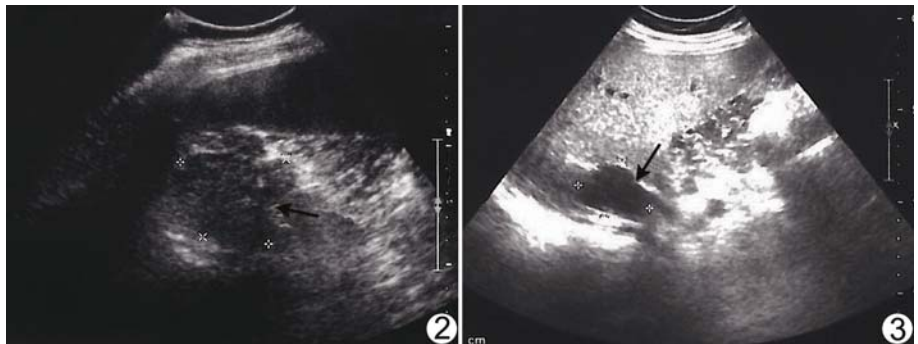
患者女,52 岁,右侧肾上腺因 AIMAH 切除后 2 年,左侧肾上腺低回声逐渐增大,呈典型分叶状结构(箭) 图 3 患者男,49 岁,CT 示双侧肾上腺增生,右侧较大,超声仅探及右侧分叶状低回声,内部回声均匀(箭)
